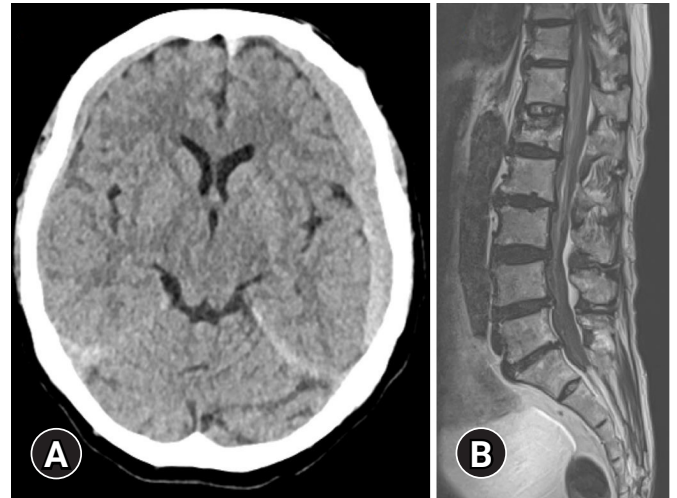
(A) Brain computed tomography and (B) lumbar-spine magnetic resonance imaging (T2 image) on the day of the patient's visit to our hospital.
